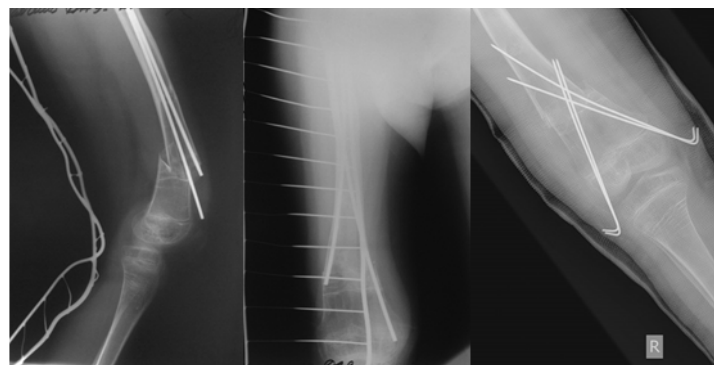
а.- переимплантный перелом нижней трети диафиза правой бедренной кости со смещением отломков, прямая проекция. б.- боковая проекция. в. – контрольные рентгенограммы бедренной кости после удаления TEN, остеосинтез 4 спицами Киршнера.
